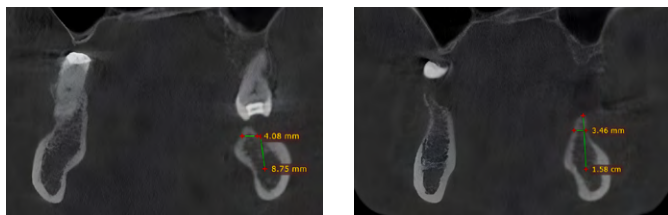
КТ нижней челюсти до лечения
